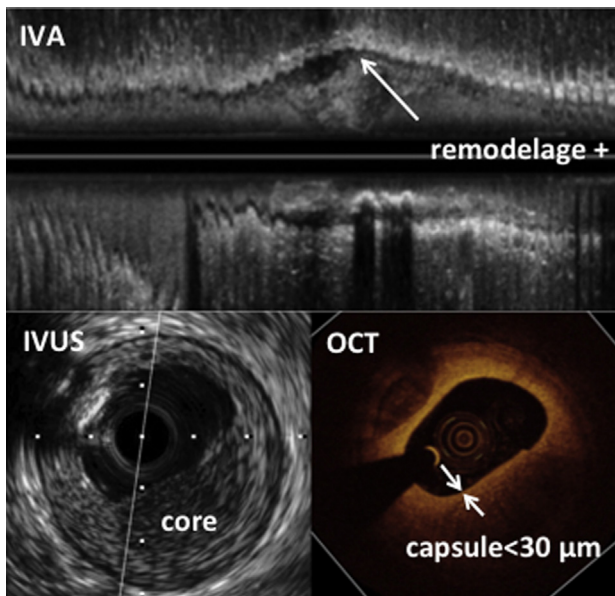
Exemple de plaque avec critères morphologique de vulnérabilité explorée simultanément par échographie endocoronaire (IVUS) et tomographie par cohérence optique (OCT) : grosse plaque burden, remodelage positif, composition hétérogène et capsule fine.
